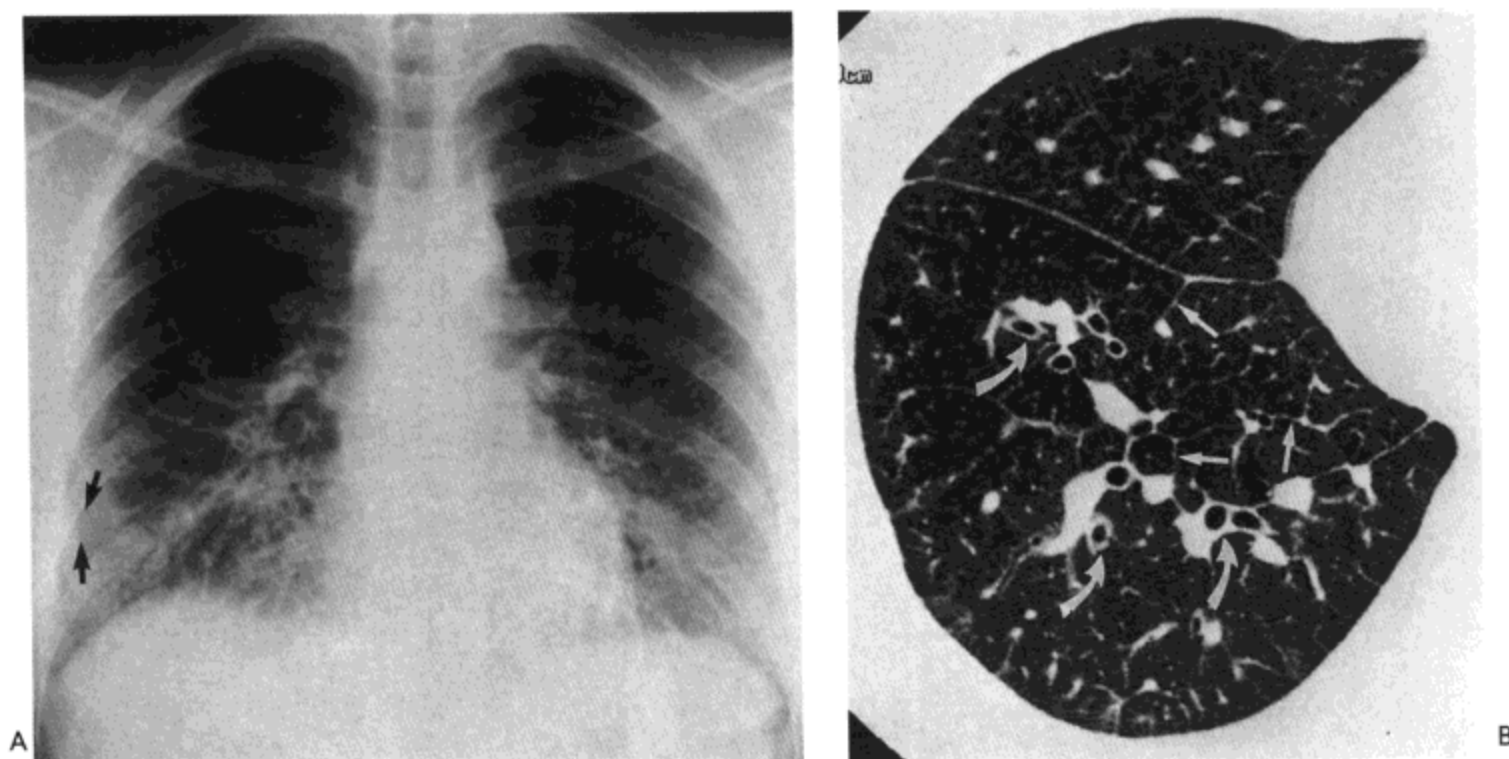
间质性肺水肿。A: X 线胸片示突出的肺血管纹理, 小叶间隔增厚形成的网状影, 间隔 (Kerley B) 线 (箭号), 边界模糊的肺血管, 与磨砂玻璃影, 主要累及下肺。B: 高分辨率 CT 影像示小叶间隔 (直箭号) 与支气管血管束 (弯箭号) 平滑增厚。病人女, 21 岁。
